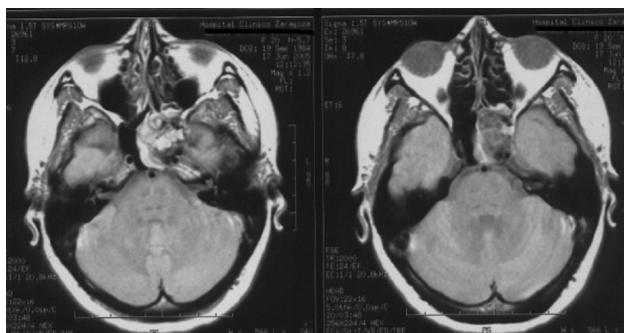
RMN donde se aprecia la lesión ocupando el seno esfenoidal.
